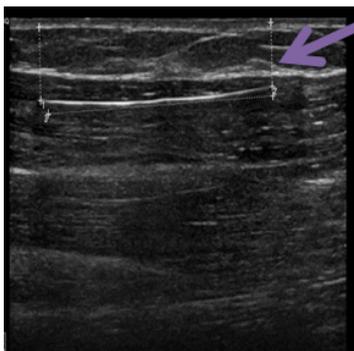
Localização do implante de etonogestrel no braço esquerdo por ecografia
